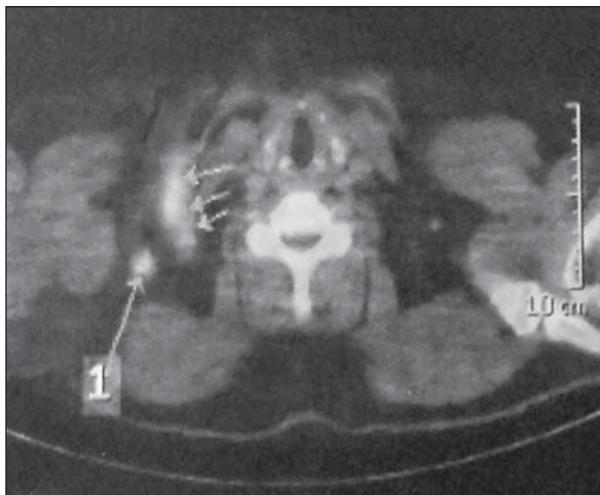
Preoperative PET/CT of the right supraclavicular region.
